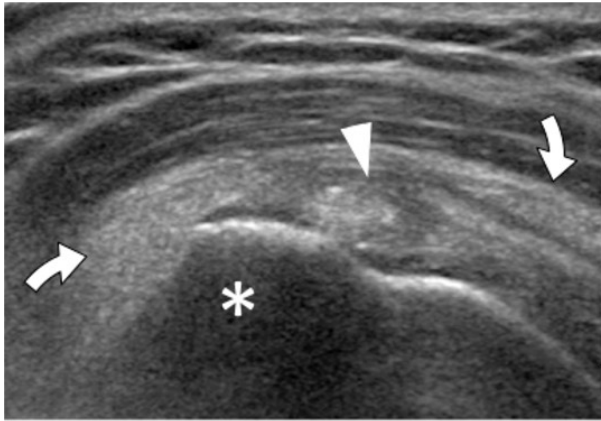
rupture post-traumatique d'une calcification du tendon supraspinatus. Radiographie conventionnelle de face. Echographie, coupe coronale oblique du trochiter et du tendon supraspinatus.
